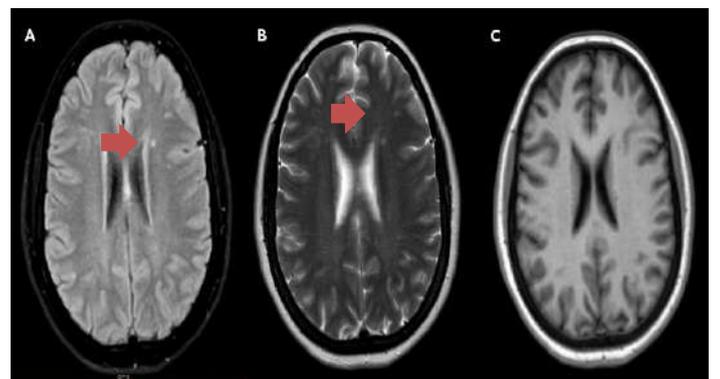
RMN Cerebro corte axil A FLAIR B T2 C T1 lesiones periventriculares y yuxtacorticales (FLECHAS ROJAS)
